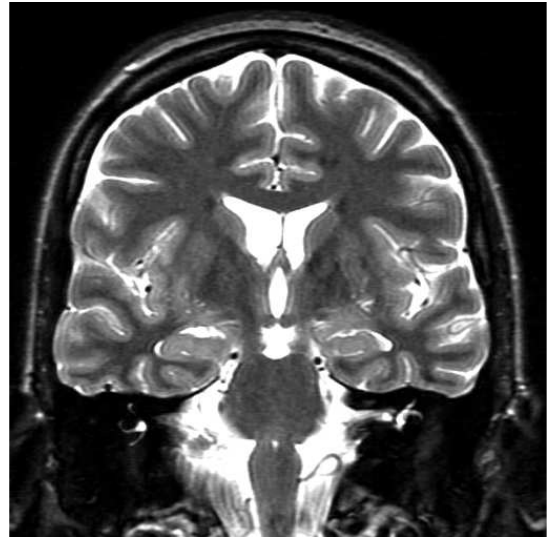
coupe coronale IRM T2
